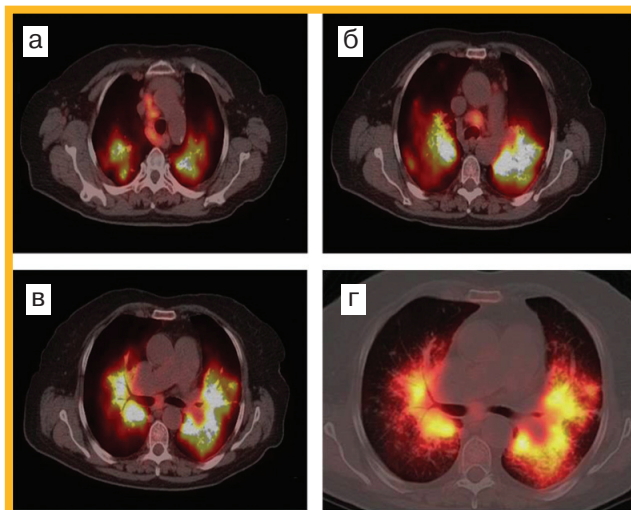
ПЭТ / КТ той же больной. На аксиальных срезах определяются зоны гиперметаболической активности в медиастинальных лимфатических узлах обоих легких
